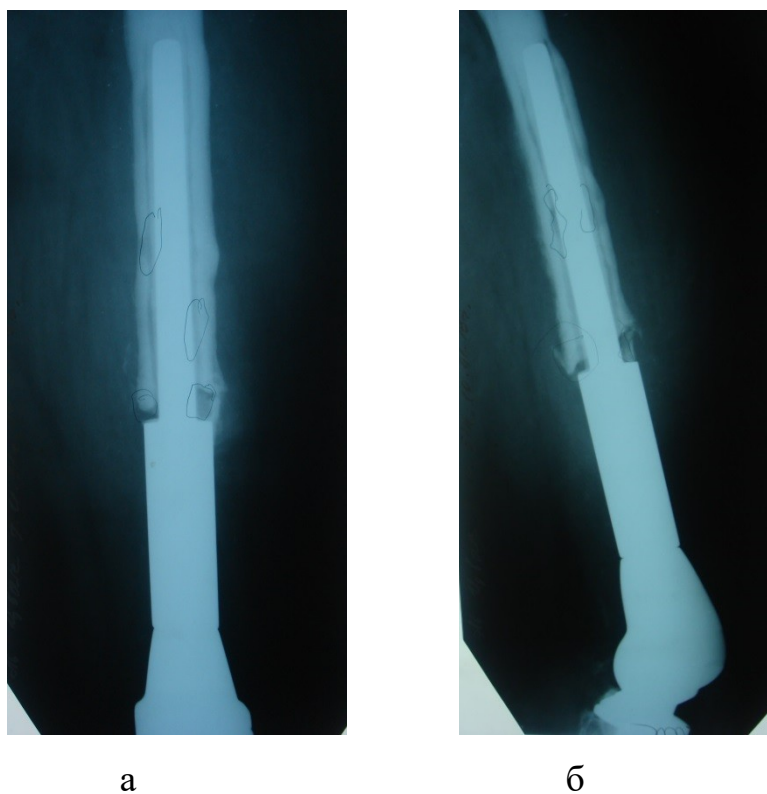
Фотовідбитки рентгенограми хворого Д. після асептичного розхитування стегнової ніжки індивідуального онкологічного ендопротеза (а-пряма, б-бічна проекція).
